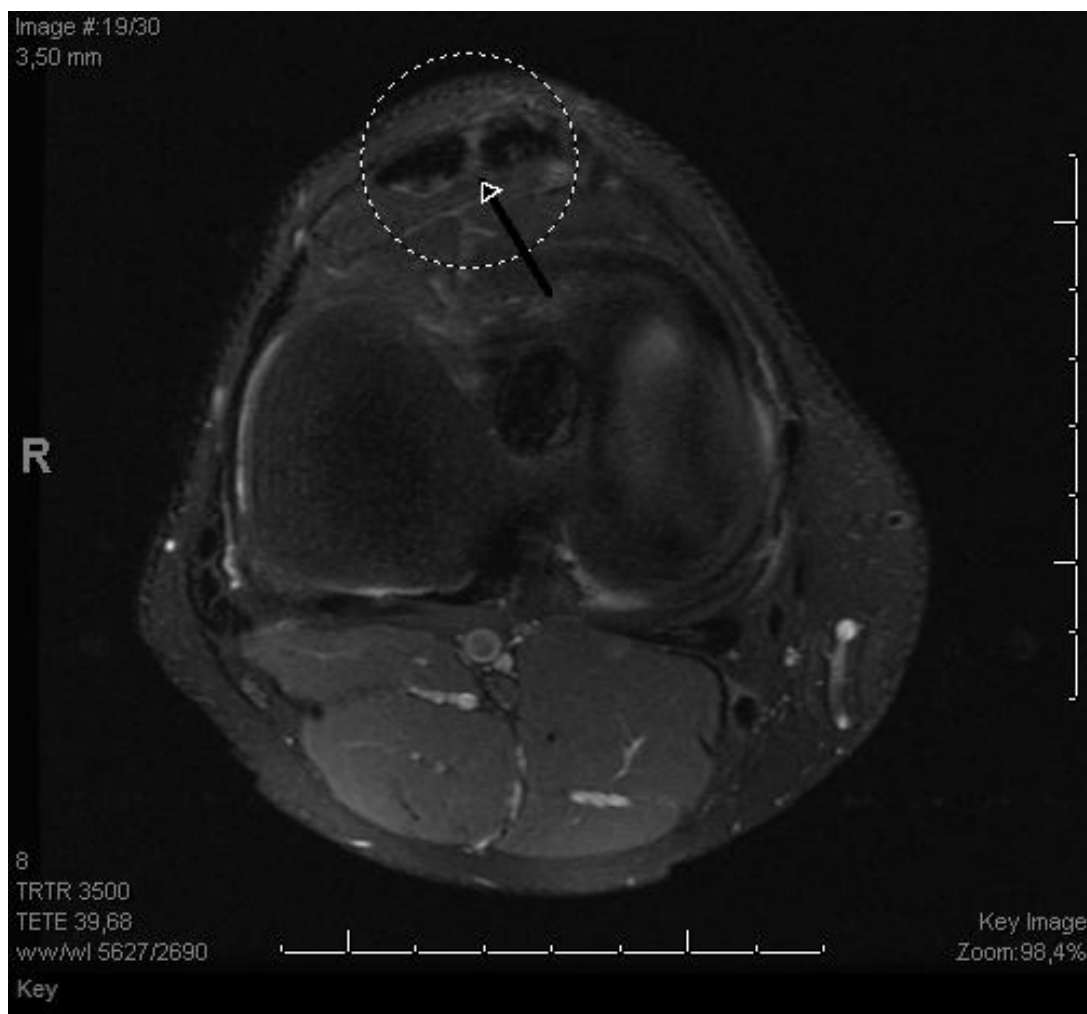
Corte axial da ressonância magnética com área central correspondente ao sitio de retirada do enxerto do ligamento da patela (seta)
